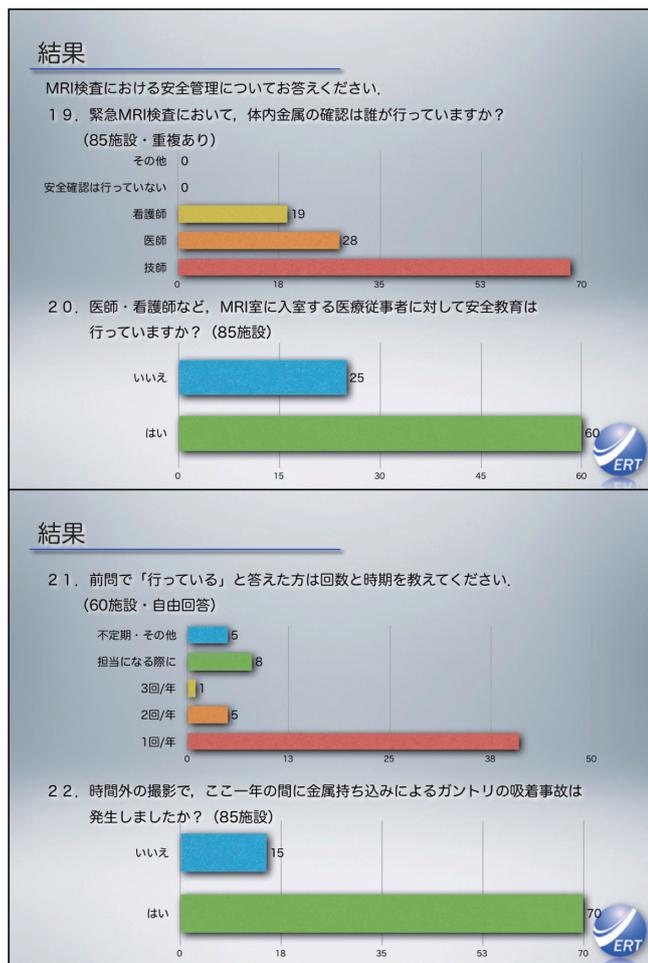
第 15 回日本臨床救急医学会総会・学術集会における日本救急撮影技師認定機構による緊急頭部 MRI 検査における多施設アンケート現状報告スライドの一部を抜粋
